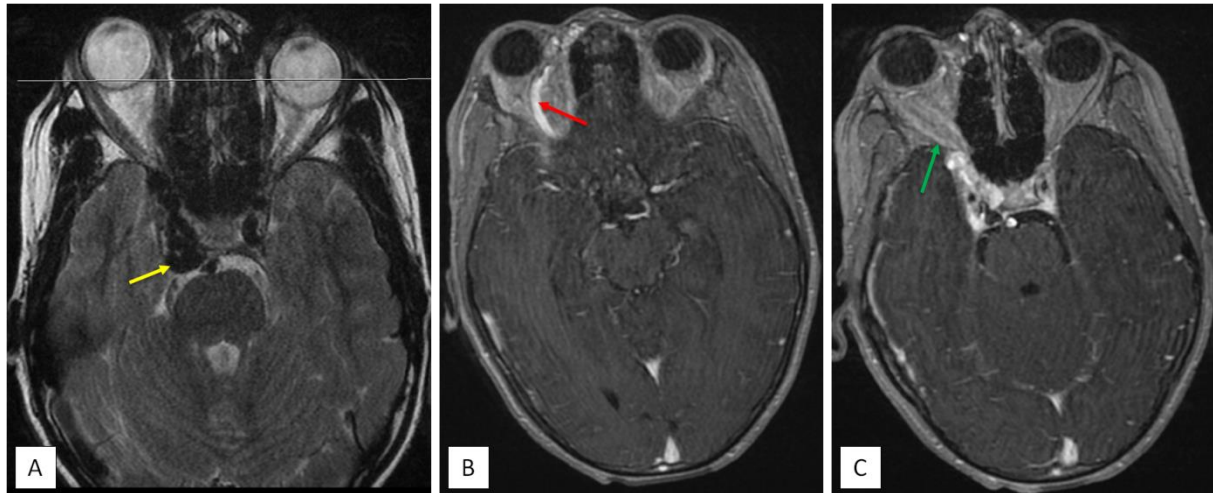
L'IRM cérébrale montre une grosse loge caverneuse droite à bord convexe en dehors (flèche jaune : coupe axiale T2 : A). Avec présence des signes de stase veineuse antérieure : Exophtalmie droite grade II dont le pôle postérieur affleure la ligne bicanthale externe (A), importante dilatation de la veine ophtalmique supérieure droite (flèche rouge : coupe axiale T1GADO : B) associée à un élargissement de la fissure orbitaire et engorgement veineux des muscles du cône orbitaire, réalisant un épaississement musculaire en fuseau (flèche verte : coupe axiale T1C+ : C).
